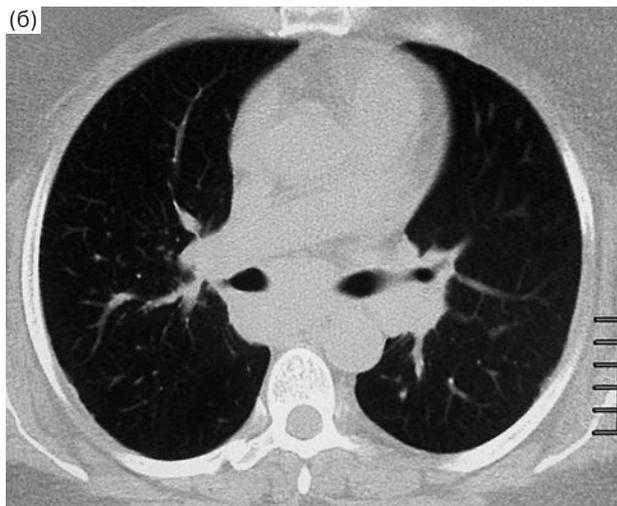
Изменения кожи лица (а) и КТ (б) у больной саркоидозом легких и lupus pernio.
